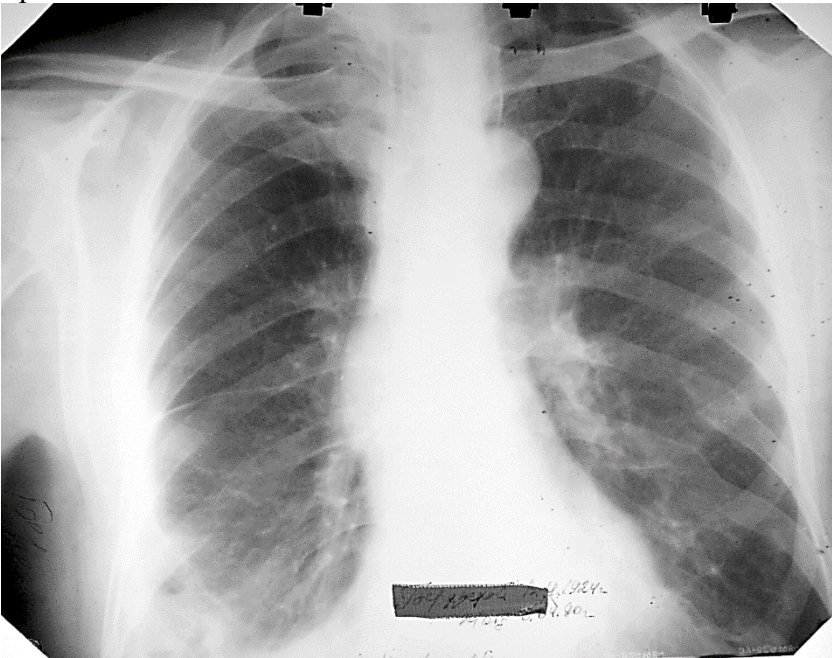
Оглядова пряма рентгенограма.
